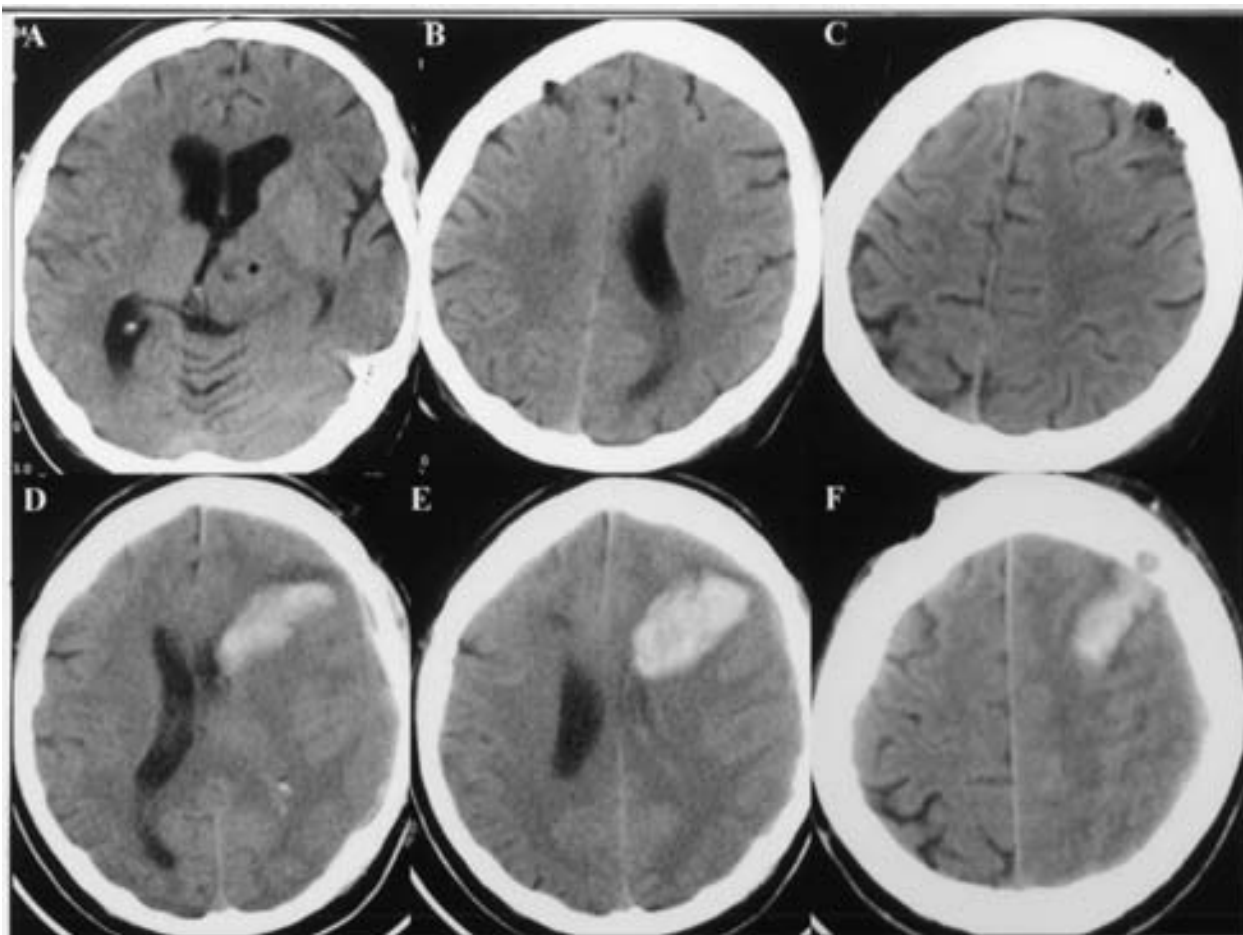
(A-C) TC post-biopsia en el que se observa burbuja sobre la diana y ausencia de complicación hemorrágica. (D-F) TC a los 17 días de la biopsia observándose la hemorragia intracerebral.
